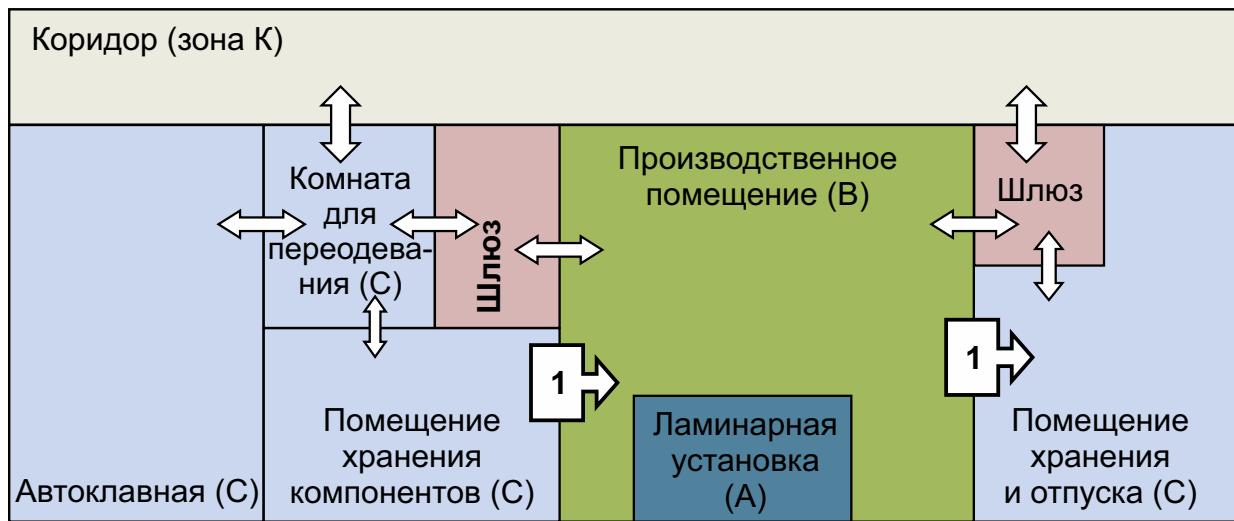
План чистых помещений для экстемпорального изготовления инфузионных смесей ЛП в аптеке ОГАУЗ «ИОКБ № 1»: 1 – передаточный ящик.
